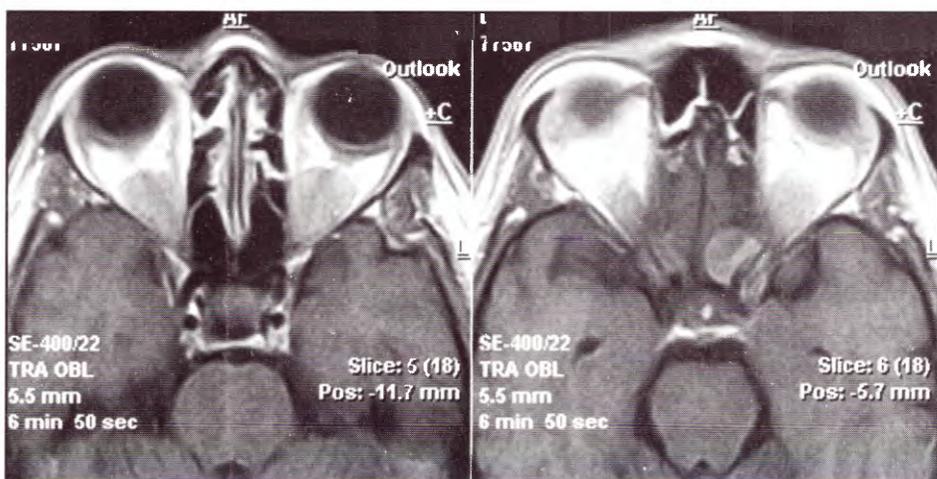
IRM T1 axial con gadolinio, evidenciando lesiones orbitarias intraconales. Extensión intracraneana de lesión izquierda.
